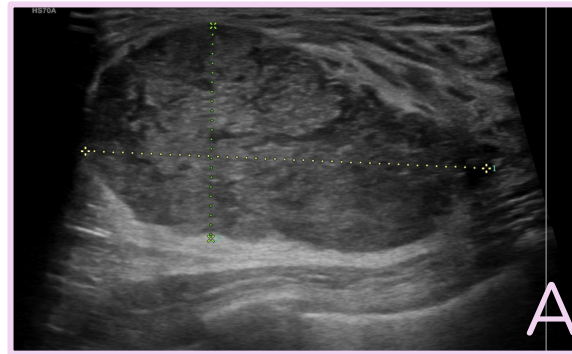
Masa heterogénea, circunscrita, de morfología ovoide, de 5 cm de tamaño y ausencia de vascularización en el estudio doppler color (B).
